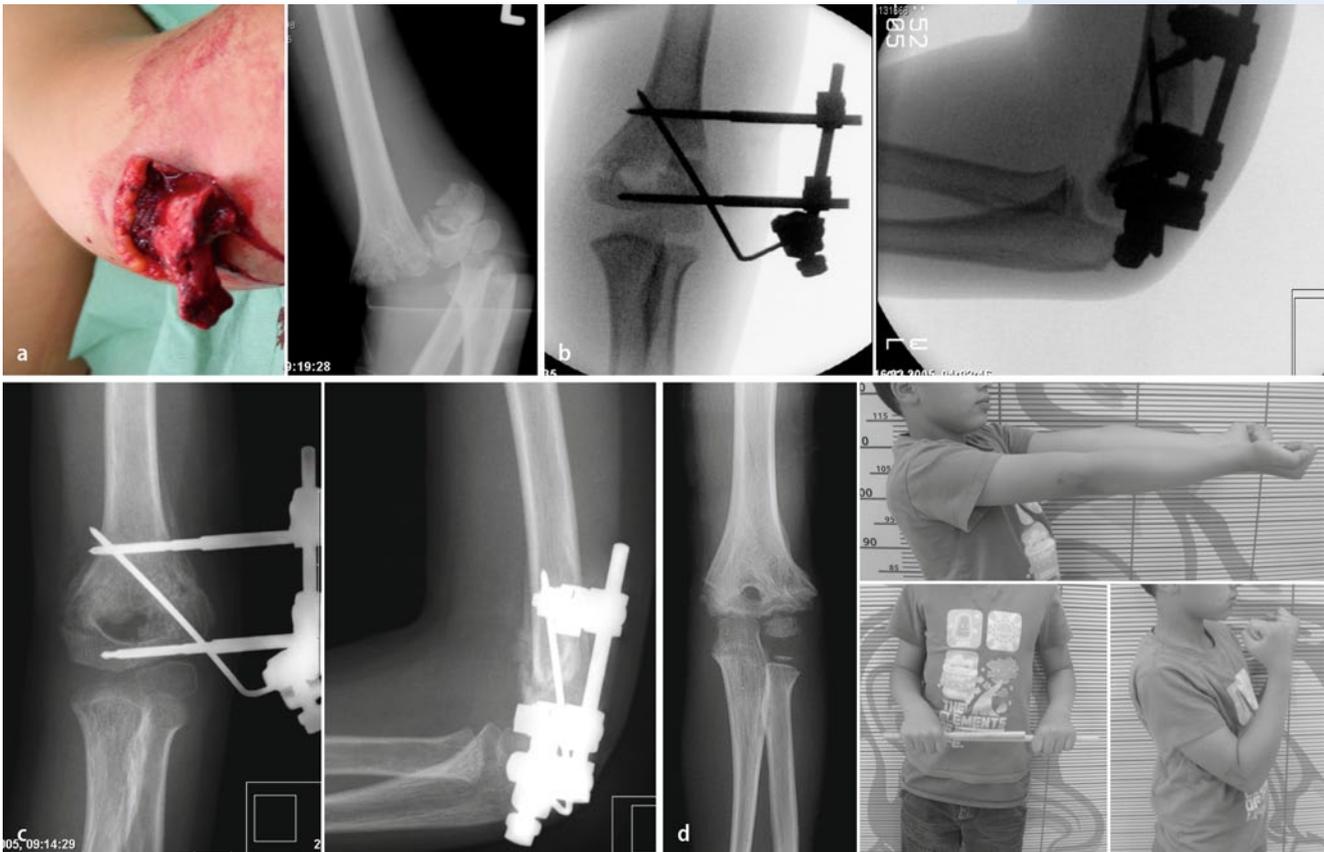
▲ II° offene suprakondyläre Humerusfraktur Typ IV. 8-jähriger Junge mit radial seitig offener suprakondylärer Typ-IV-Humerusfraktur. In unseren Händen ist dies heute eine gute Indikation für einen radialen Fixateur. a Klinische Situation, neurovaskulär normal und dazugehöriges Unfall-Röntgenbild. b Intraoperative radiologische Abschlusskontrolle mit achsengerechter Stellung. c Radiologische Konsolidationskontrolle, in diesem Falle erst nach 5 Wochen mit guter Kallus-Bildung und Stellung. Der Fixateur wurde zu diesem Zeitpunkt entfernt. d Aufgrund der besonderen klinischen Situation Nachkontrolle nach 3 Monaten mit gutem Röntgenbild und klinisch normaler Funktion und Achse (man beachte noch die sichtbare Narbe radial)
